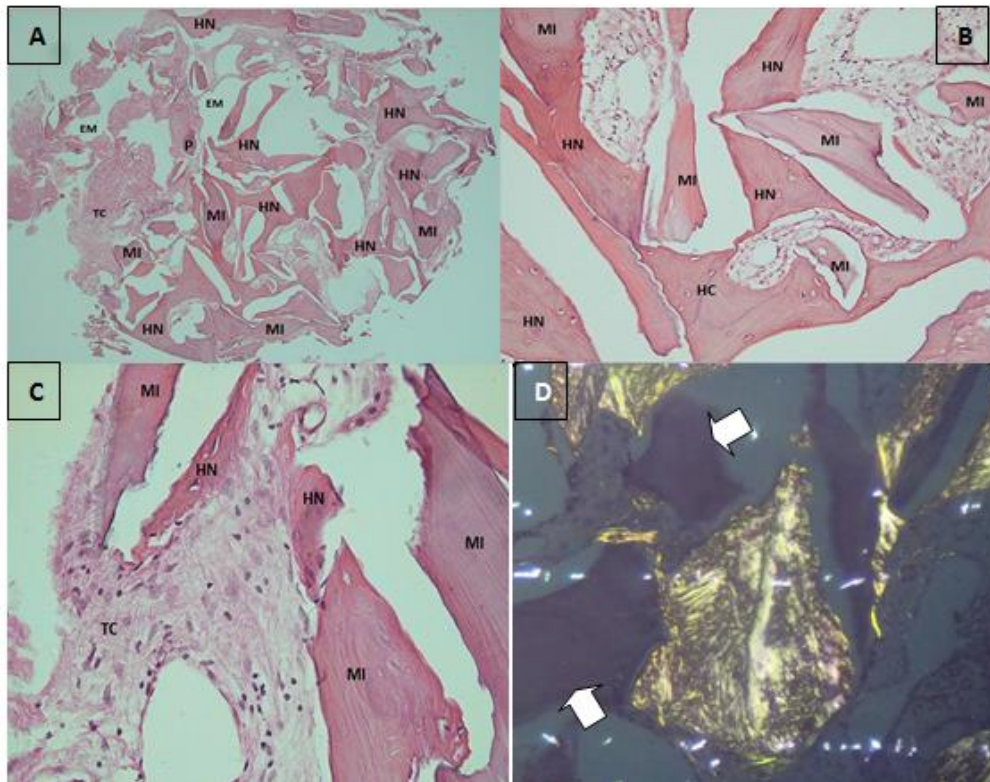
(A) A 4x se observó hueso neoformado (HN) alrededor de material de injerto (MI) con espacios medulares (EM) y tejido conectivo (TC). (B) La magnificación a 20x permitió observar una red interconectada de hueso neoformado (HN) con zonas de injerto óseo (MI). (C) En magnificación de 40x se logró observar el hueso neoformado con osteocitos y partículas de injerto. (D) Con luz polarizada se observó hueso trabeculado maduro y señalado el material de injerto óseo no refringente.
